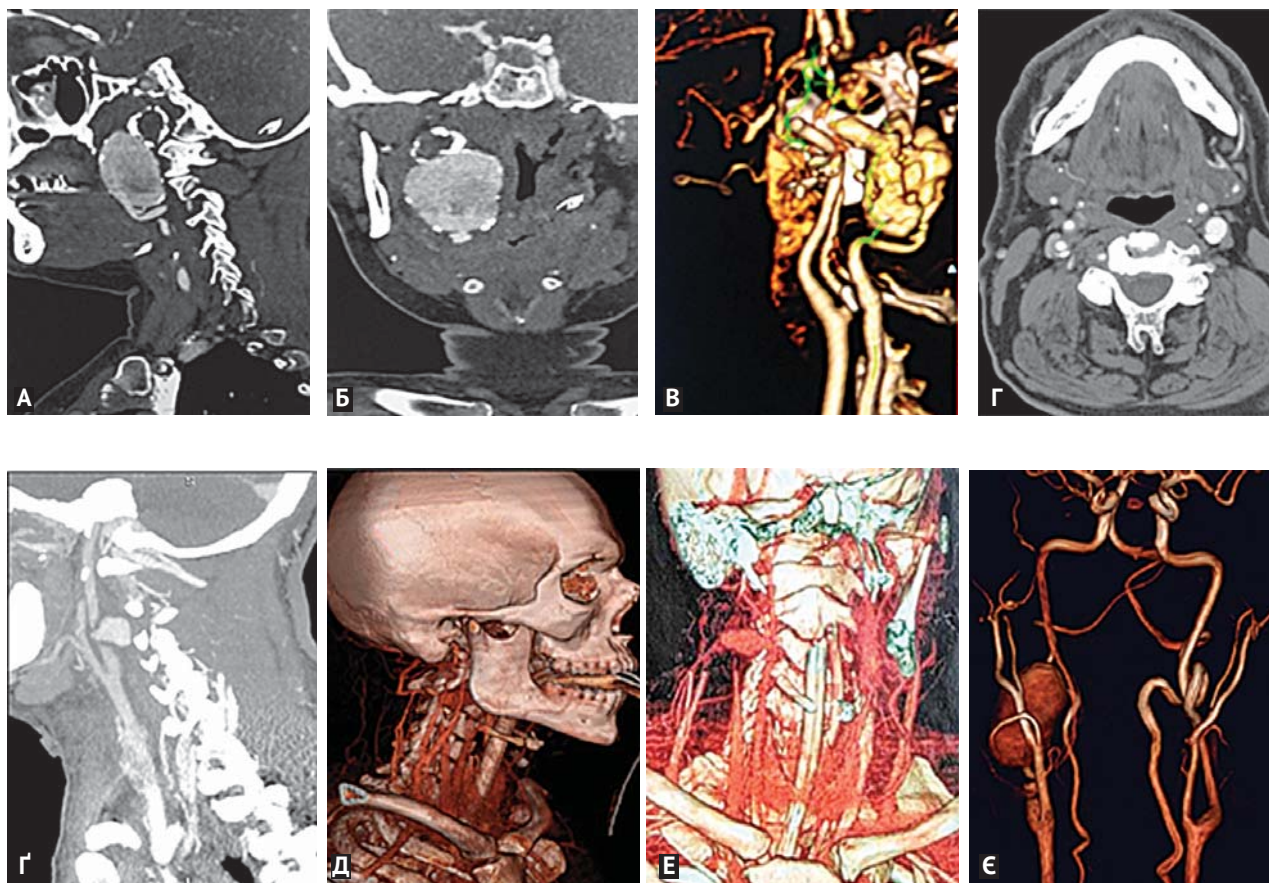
МСКТ-ангіографія шиї та голови: А-В – мішкоподібна аневризма дистального відділу правої ВСА; Г – веретеноподібна аневризма початкового відділу лівої ВСА; Д-Е – посттравматична псевдоаневризма правої ВСА; Є – мішкоподібна аневризма правої ВСА
